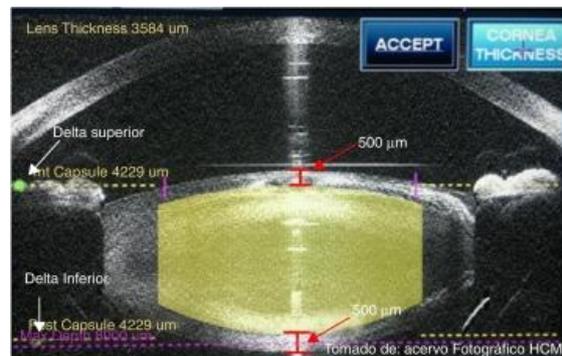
Tomografía de coherencia óptica para ajuste de la fragmentación del cristalino.
